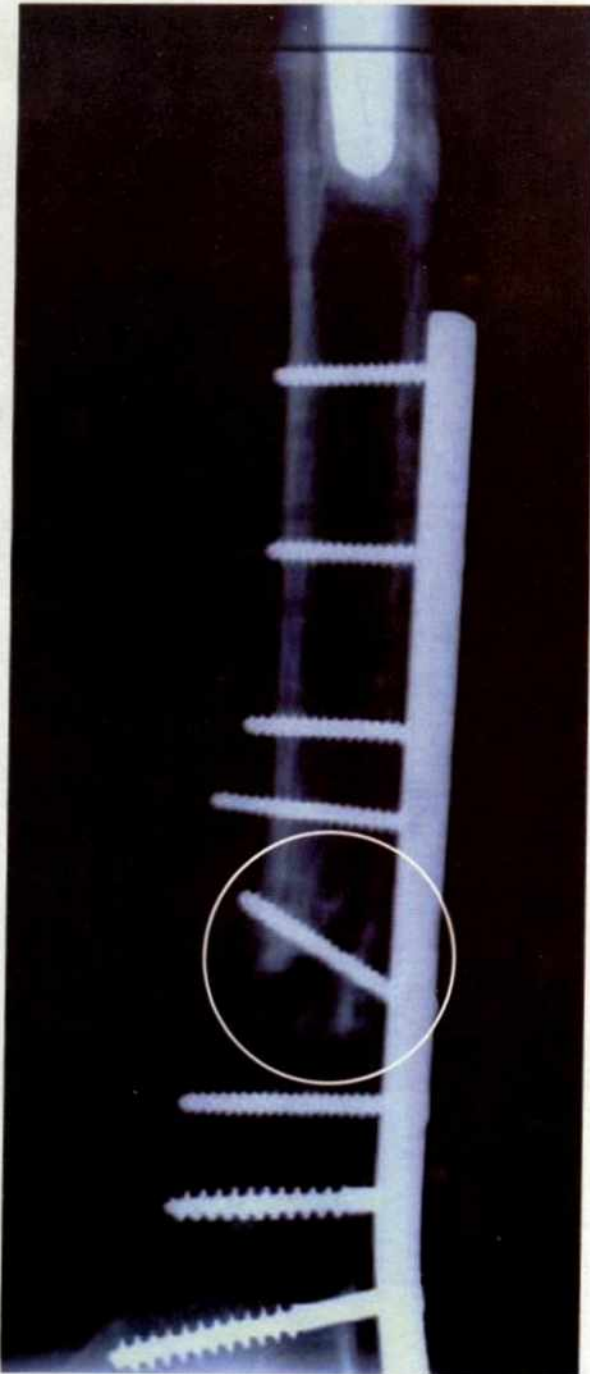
La radiografía del fémur derecho con la nueva placa tomada un mes después de detectada la fractura. Se puede comparar la posición del tornillo que agarra las dos porciones del hueso con la posición del tornillo en la radiografía de la figura 6
